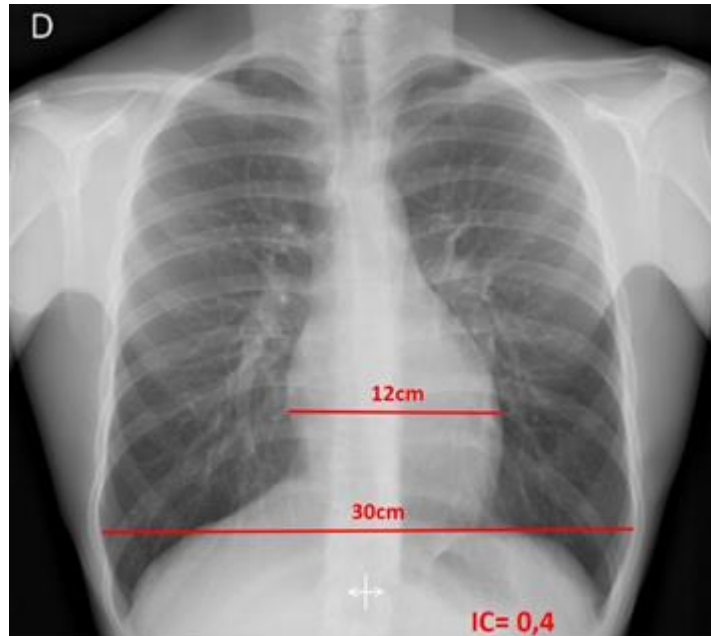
radiografia do tórax PA em posição ortostática: índice cardíaco normal.
